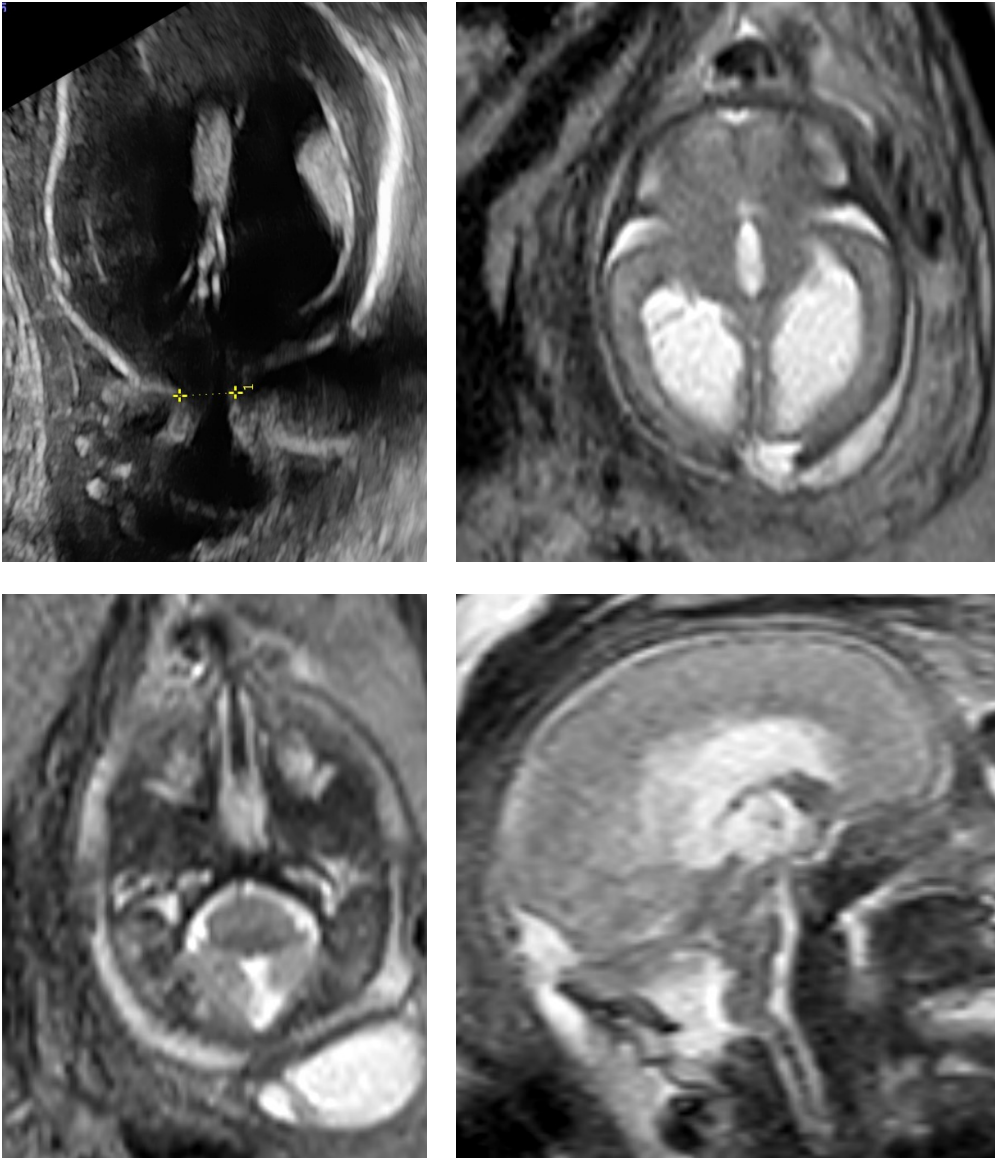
Okzipitale Encephalocele bei Joubert Syndrom/MKS. Axialschnitt in der fetalen Sonographie SSW 23 (links oben), Fetal MRI SSW 23, DWI, Axialschnitte rechts oben und links unten, Sagittalschnitt rechts unten, der Pfeil zeigt auf den nach dorsal gezogenen Kleinhirnwurm
